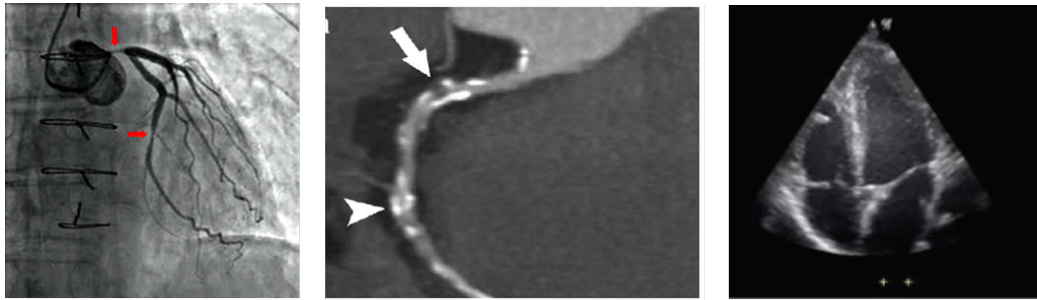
Left: angiogram image showing blocked arteries. Middle: coronary CT angiography image showing the extent of occlusion in the coronary arteries. Right: ultrasound 4-chamber view image of the heart (Images retrieved from *Wikimedia Commons*)
